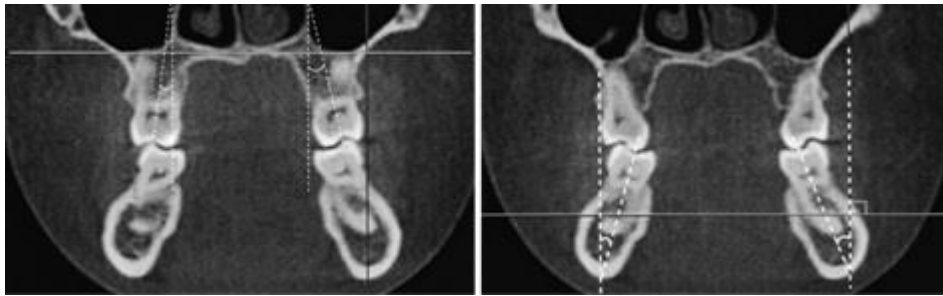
Inclinación bucolingual de los primeros molares superiores e inferiores en un corte frontal del CBCT. Fuente: Alkhatib R et al.⁸⁸.*
